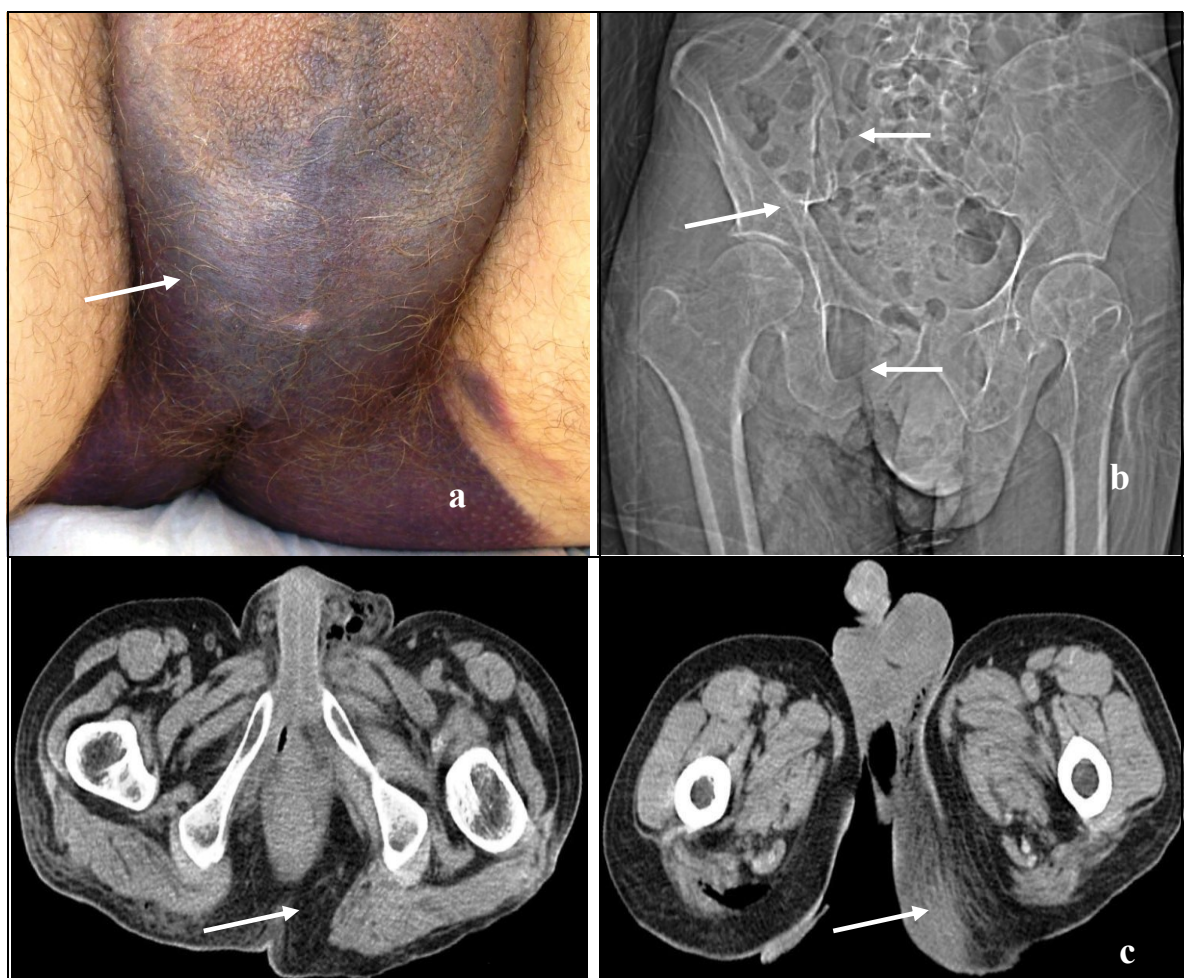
Foto (a), TC (b, c) pacientului C.: fractura bazinului, răspândirea HRP în: scrot, spațiu perineal, pe coapsă.
